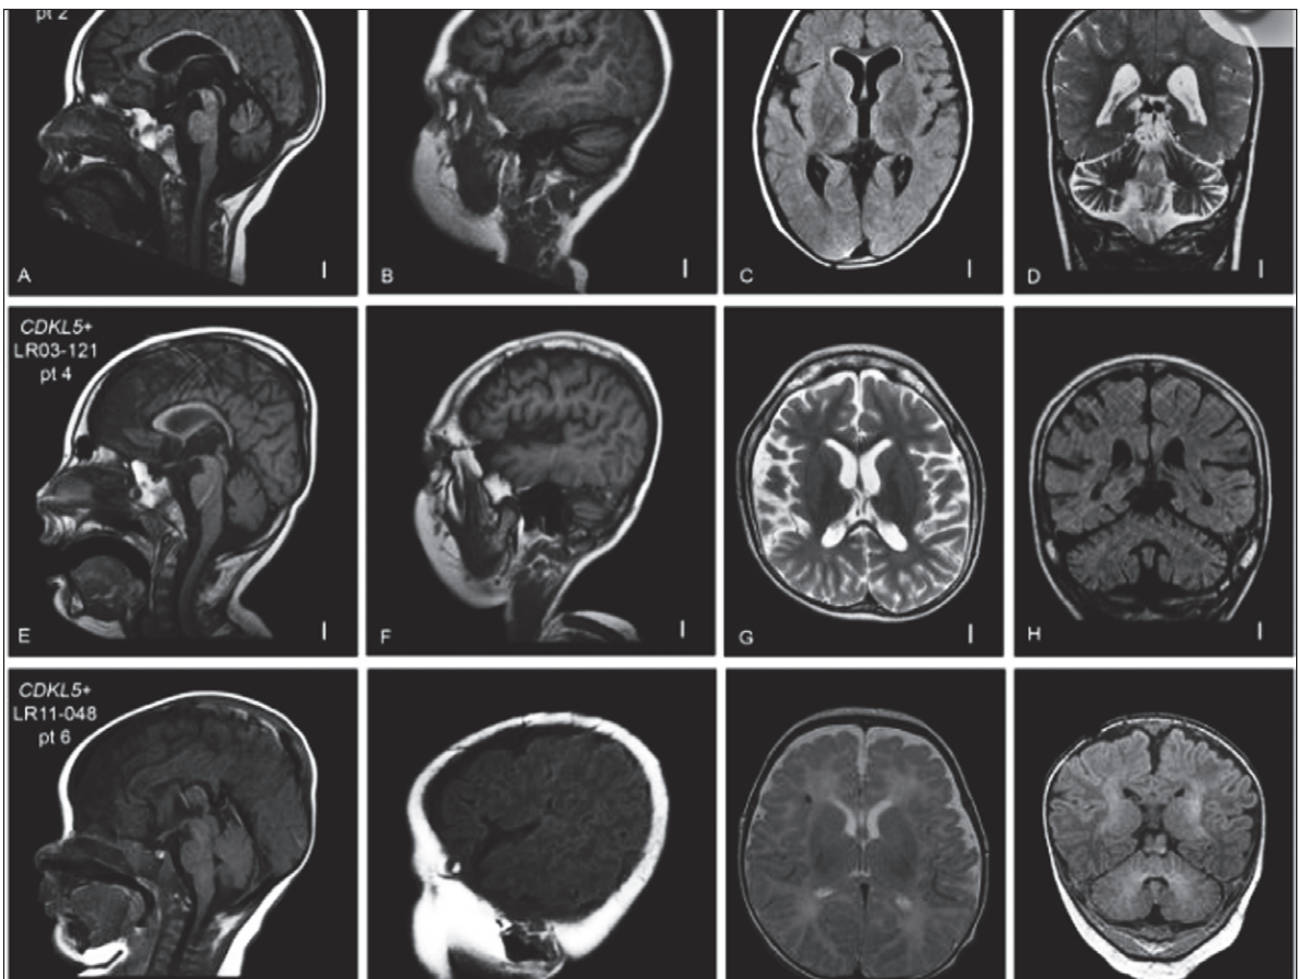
МРТ дитини з EIEE2. Помітне розширення борозен великих півкуль і мозочка, що свідчить про атрофічний процес, помірно розширені зовнішні лікворні простори та стоншення мозолистого тіла
